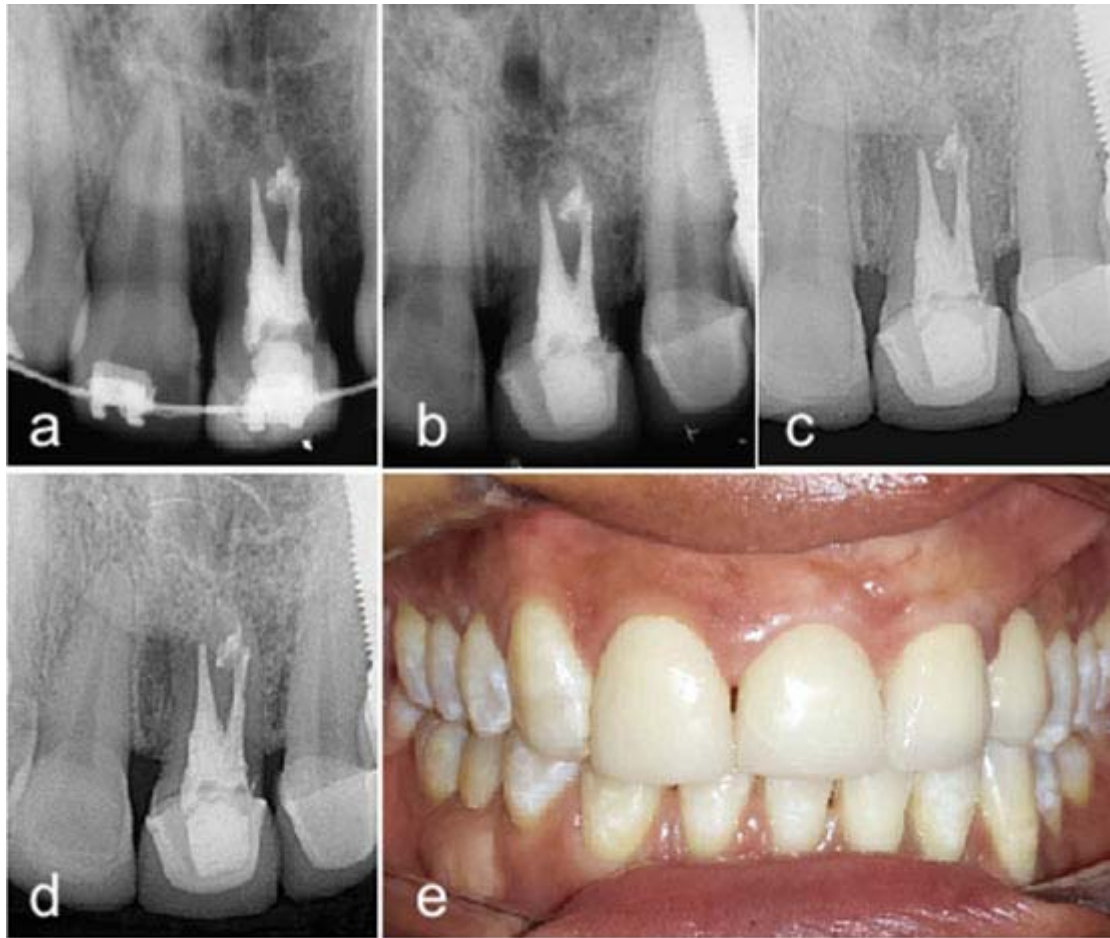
a) Radiografia controle 4 anos. b) Radiografia controle 8 anos. c) Radiografia controle 13 anos. d) Radiografia controle 17 anos. e) Foto clínica de controle 17 anos.
